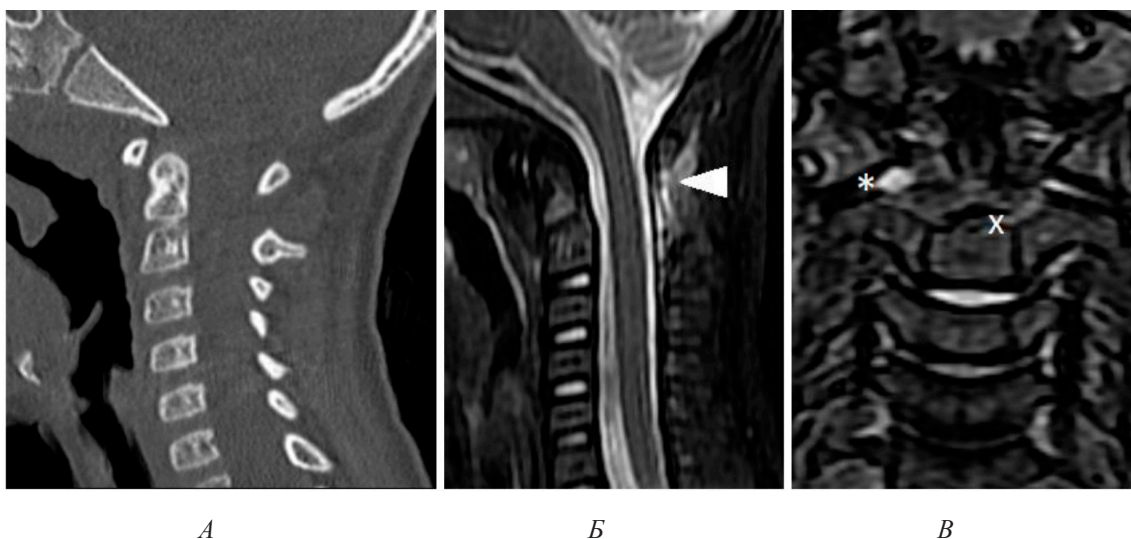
Данные обследования пациентки Л., 3 лет. А – сагиттальный срез МСКТ – признаки костно-травматической патологии отсутствуют; Б, В – STIR-взвешенный режим МРТ в сагиттальной и коронарной плоскостях демонстрирует гиперинтенсивный сигнал в проекции вийной связки (белый треугольник), явления синовита и перифокального костного отека (обозначены маркерами)
